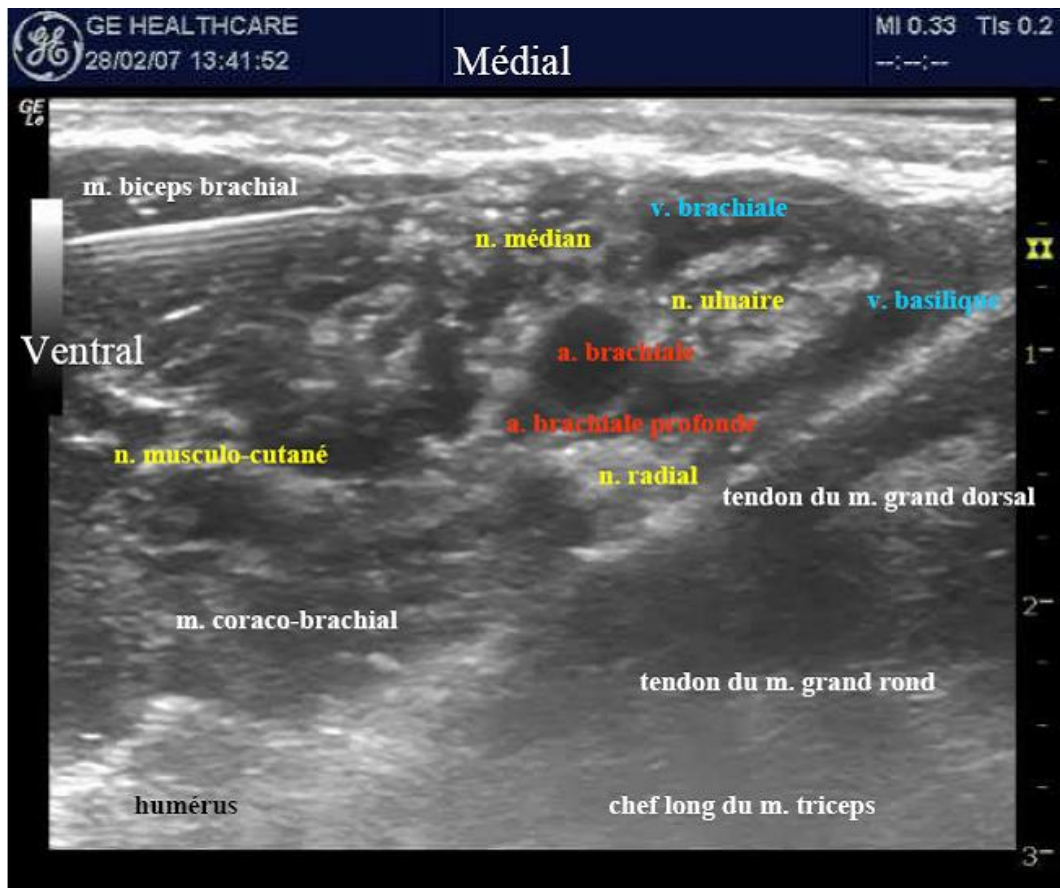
Bloc axillaire, image échographique.
